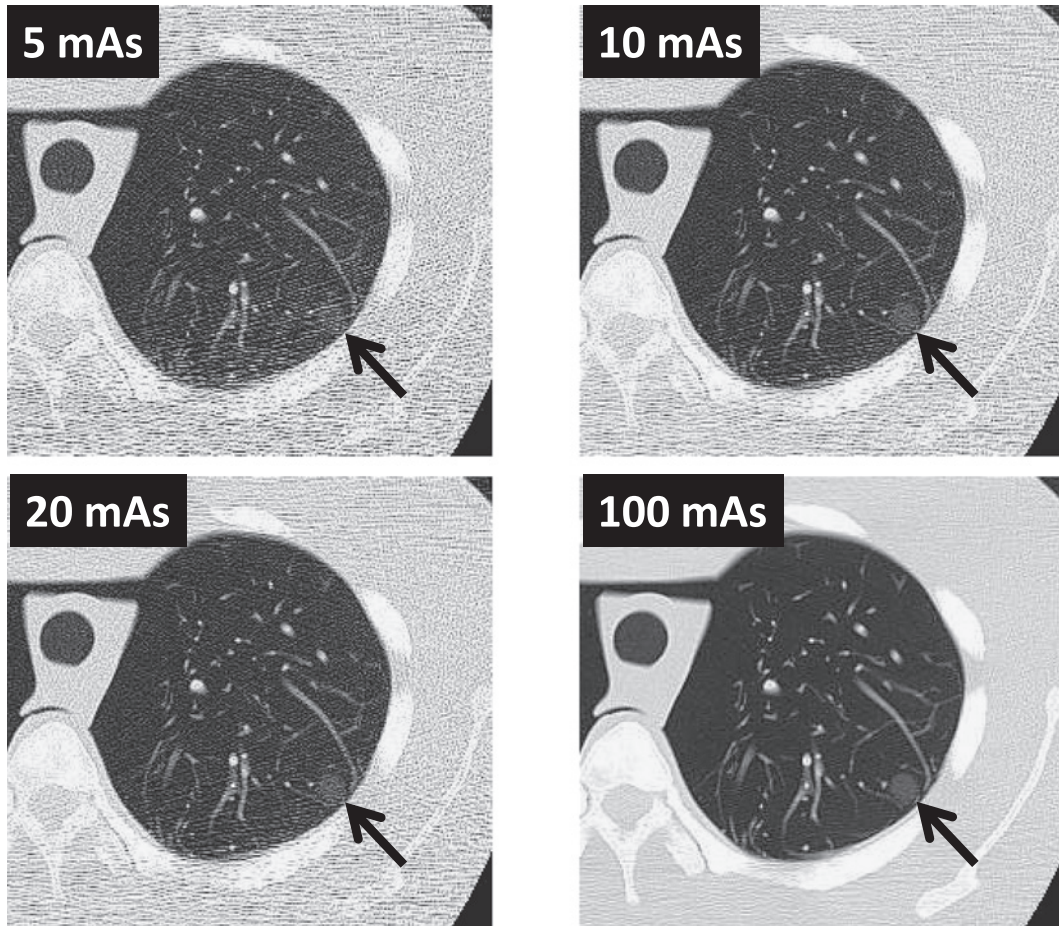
Changes of the lung phantom CT images by X-ray doses. The window width was 1500, and the reconstruction filters were FC52.
